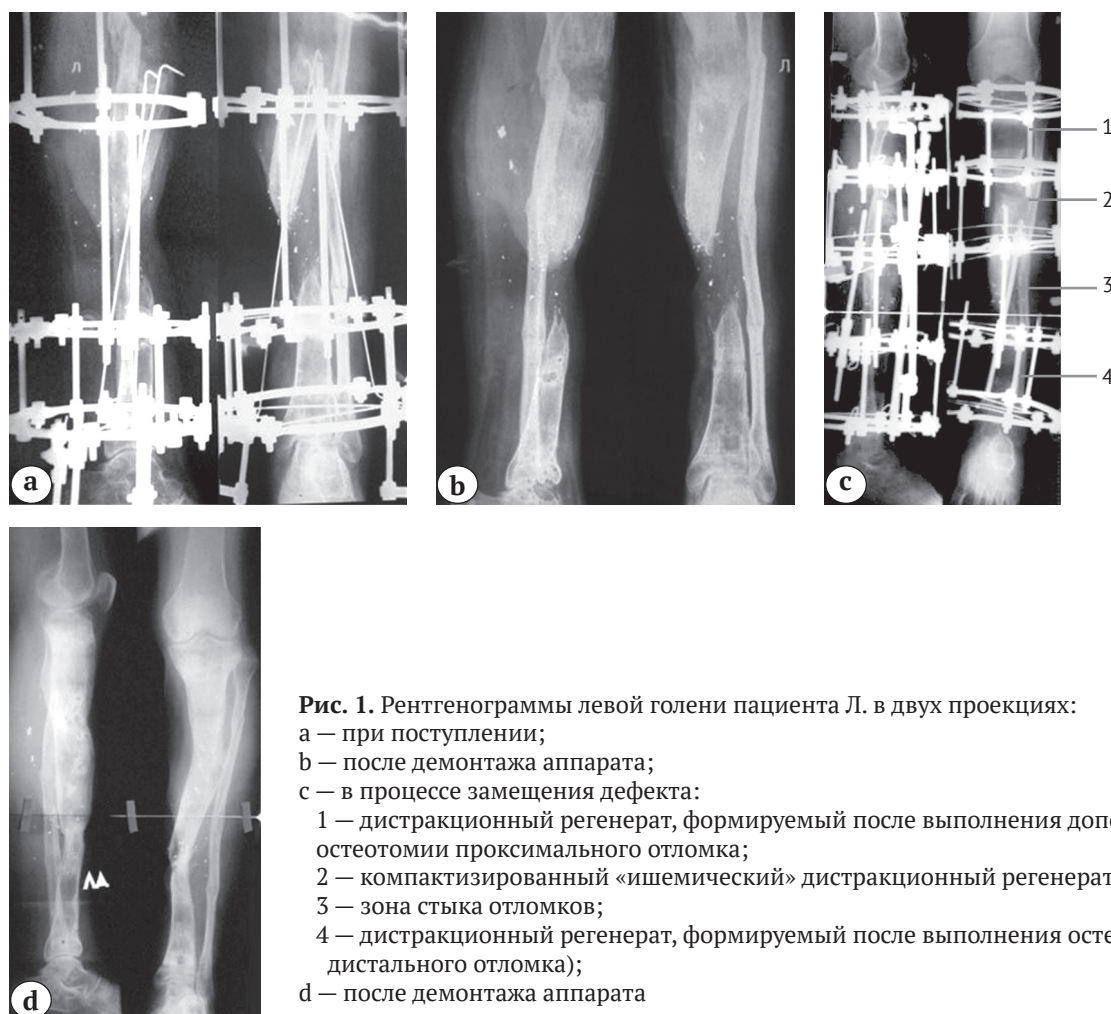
Рентгенограммы левой голени пациента Л. в двух проекциях:
